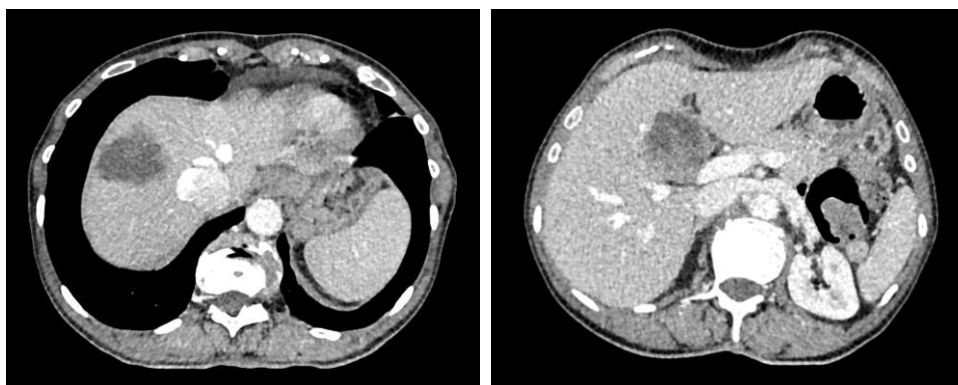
CT vyšetření před výkonem
